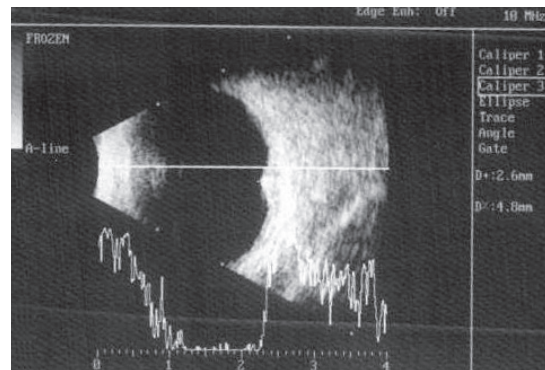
УЗИ (В-скан) больного Е. с меланомой хориоидеи малых размеров до проведения ТТТ
